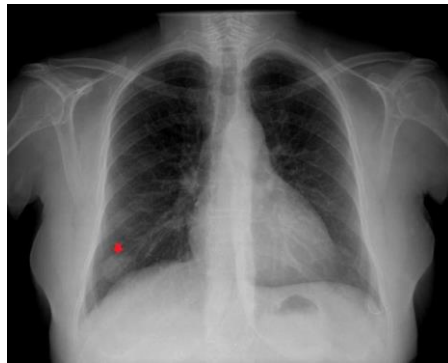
En la radiografía de tórax se visualiza la presencia de un nódulo pulmonar solitario (de unos 29,6mm) en la base derecha (flecha).<sup>3</sup>
